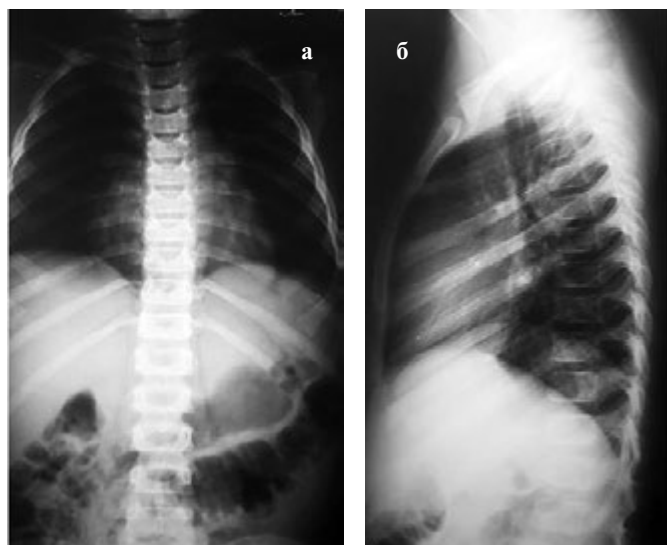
Рентгенограмма позвоночника в прямой и боковой проекциях: определяются снижение высоты в передних отделах и прогибание замыкательных пластинок Th<sub>III</sub>–Th<sub>VI</sub>.
